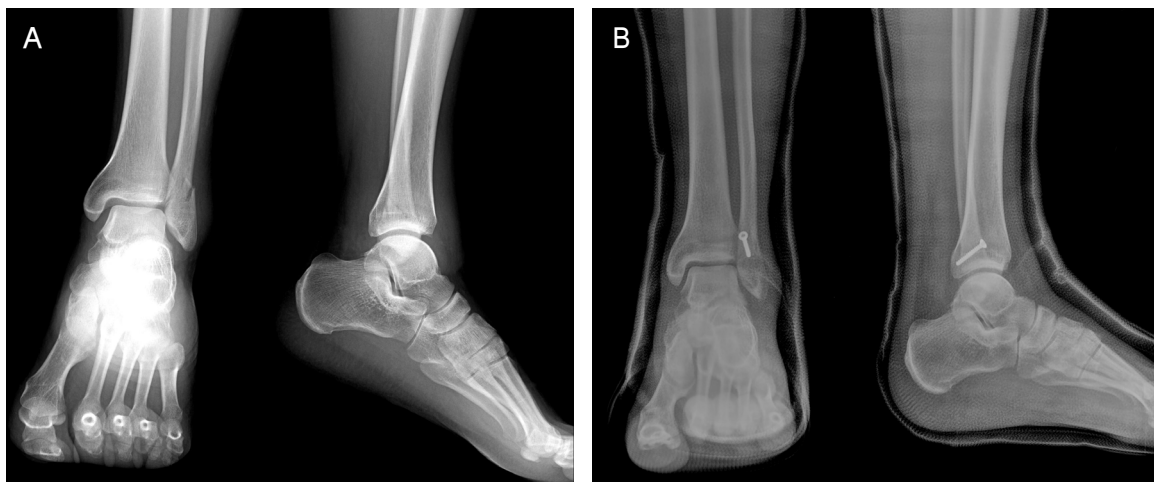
Oblique Danis-Weber type B fracture of lateral malleolus in a 55-year-old woman. (A) Preoperative anteroposterior and lateral views of X-ray show short fracture line less than 1.5 cm. (B) One 3.5 mm cortical lag screw fixation was done.
